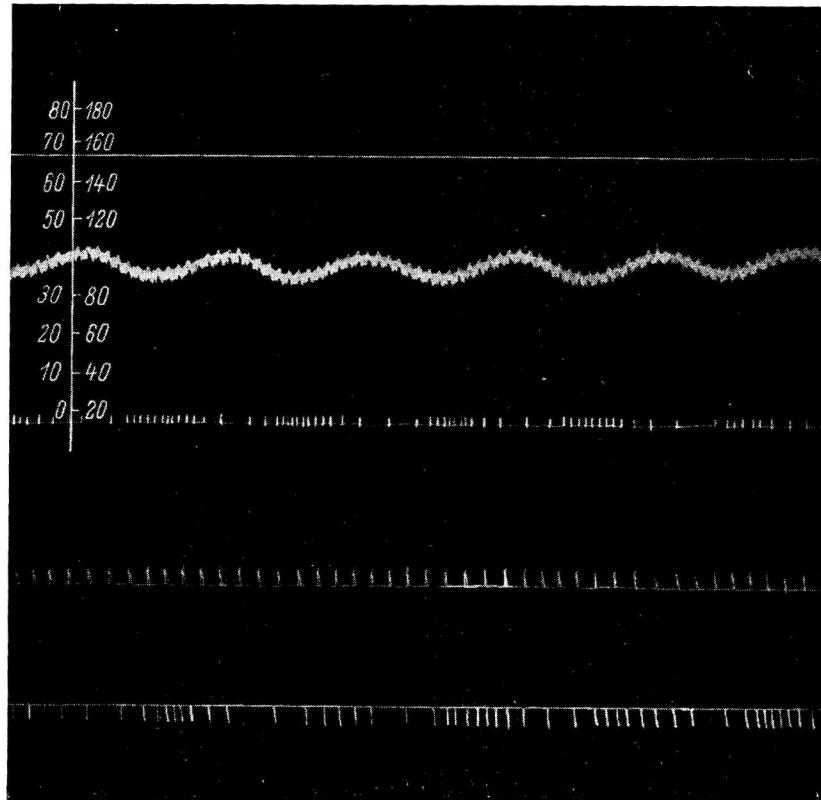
Спонтанные колебания артериального давления и одновременные, одновременные колебания тонуса перфузируемых вен при отсутствии колебаний венозного давления.
